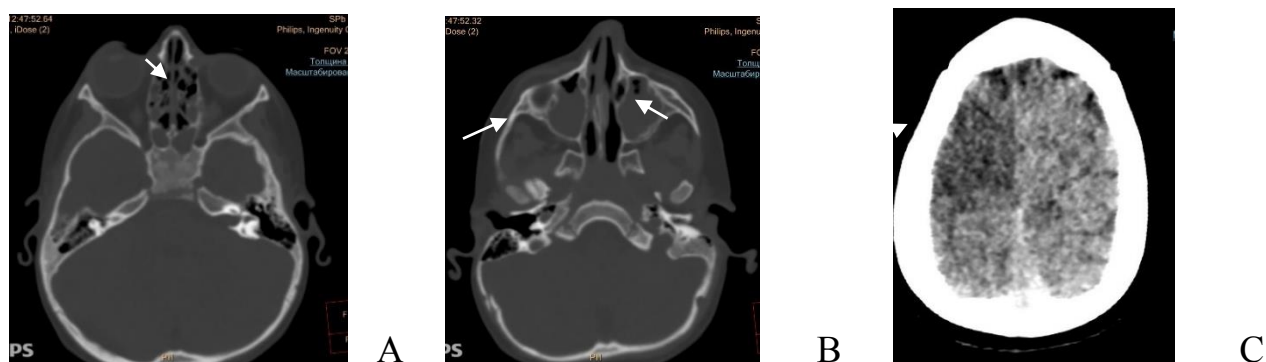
КТ ребенка А. Признаки полисинусита: в зоне сканирования придаточных пазух носа основная пазуха (тотально)(А), обе верхнечелюстные пазухи (субтотально) (В) и клетки решетчатого лабиринта (А,В), преимущественно задней группы заполнены жидкостным содержимым. С - КТ-картина ишемических изменений в правой лобной доле.
